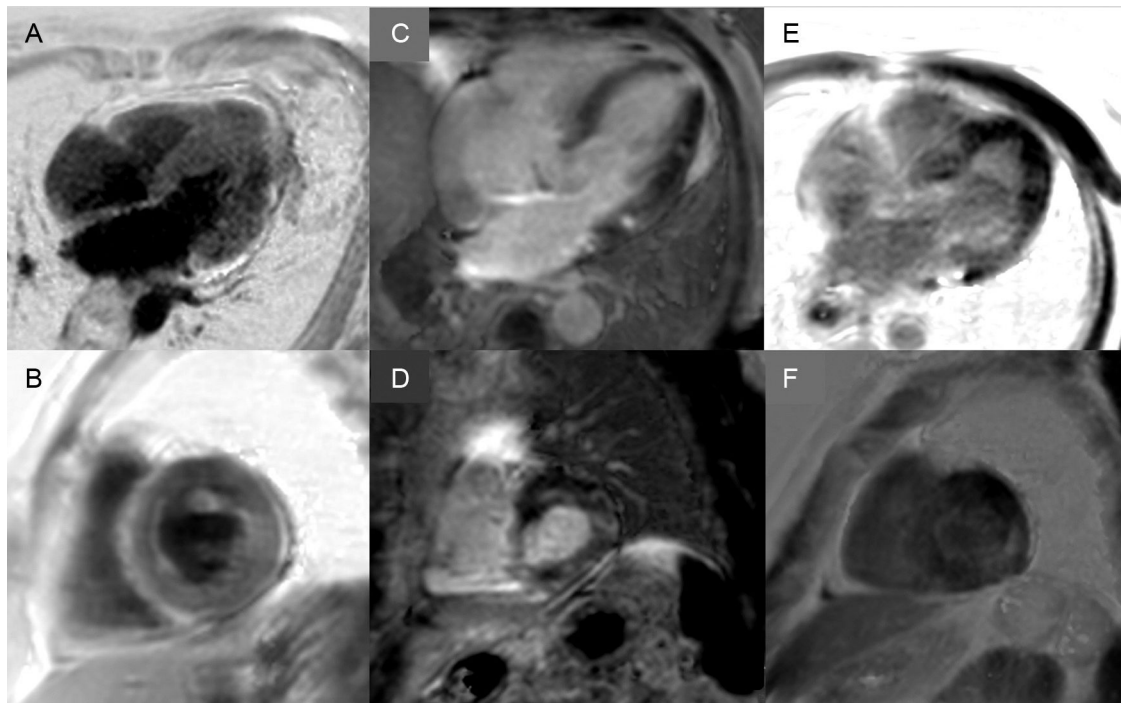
Diversidad de patrones de realce tardío por resonancia magnética cardiaca en amiloidosis por transtiretina. A y B: secuencias de realce tardío en plano de 4 cámaras y eje corto a nivel medial, respectivamente, de paciente con amiloidosis por transtiretina hereditaria (ATTRm) que muestran depósito patológico de gadolinio difuso transmural. C y D: secuencias de realce tardío en plano de 4 cámaras y eje corto a nivel basal, respectivamente, de paciente con ATTRm que muestran depósito patológico de gadolinio parcheado, con área focal inferoseptal inferior e inferolateral basal. E y F: secuencias de realce tardío en plano de 4 cámaras y eje corto a nivel apical, respectivamente, de paciente con ATTRm que muestran depósito patológico extenso transmural, respetando únicamente segmentos anterolaterales basal y medios. Cortesía del Dr. Jesús González Mirelis.
